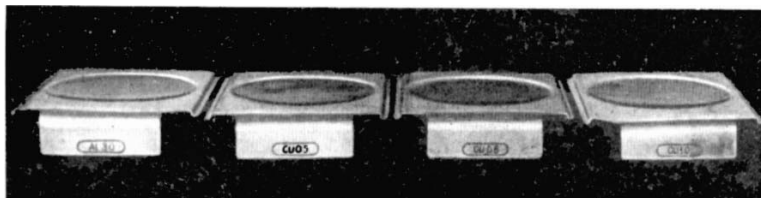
Набір фільтрів для рентгенотерапевтичного апарату
